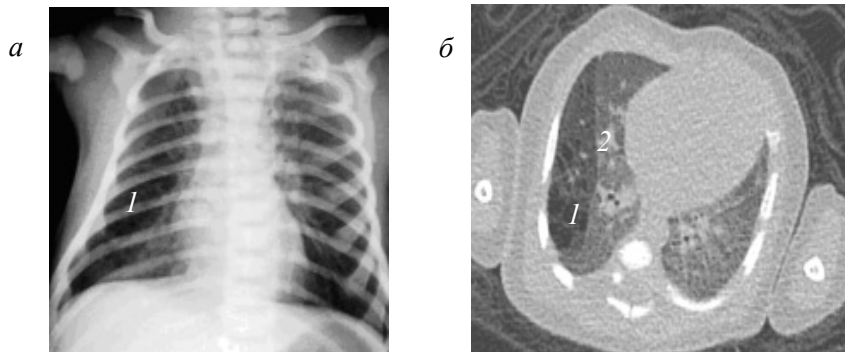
Оглядова рентгенограма (а) та КТ (б – аксіальний зріз) органів грудної клітки – нерівномірне підвищення повітряності нижньої частки правої легені за рахунок кіст діам. до 1,5 см (1) на тлі ділянки підвищеної прозорості (2)
